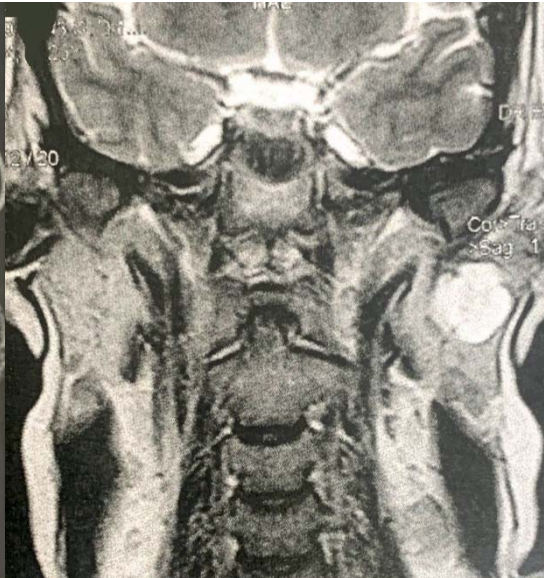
IRM parotidienne en coupe coronale en pondération T2 montrant la tumeur en hypersignal.
